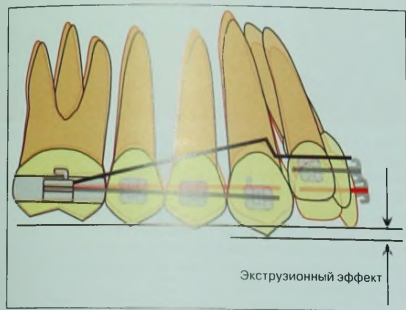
Включение кльзко в боковые сегменты может привести к их экстррузии из-за дистального наклона бокового сегмента.
